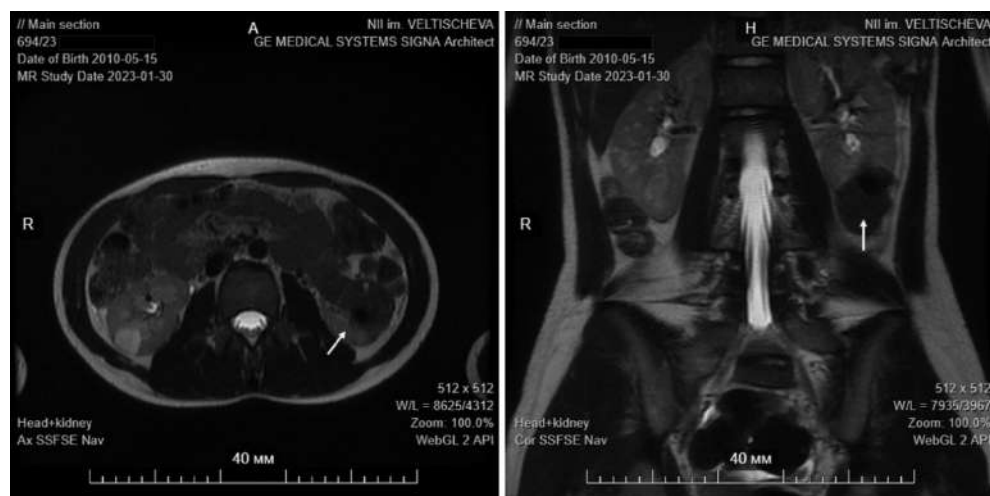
МРТ-признаки хронической гематомы в образовании с низким содержанием жировой ткани в нижней трети левой почки (указано стрелками)
